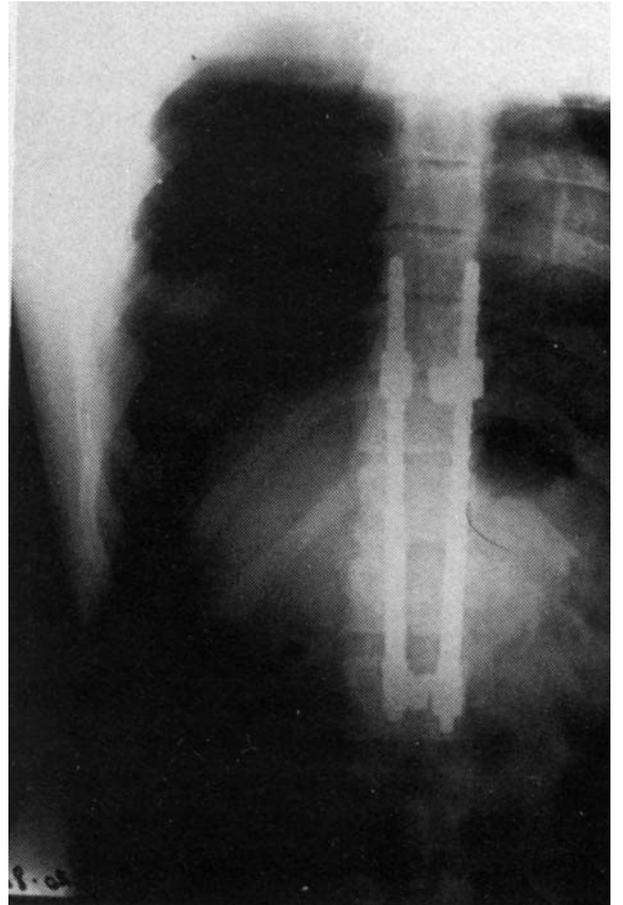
Mismo caso que la fig. 6. Radiografía en proyección anteroposterior, postoperatoria, con dos barras de Harrington de distracción.
